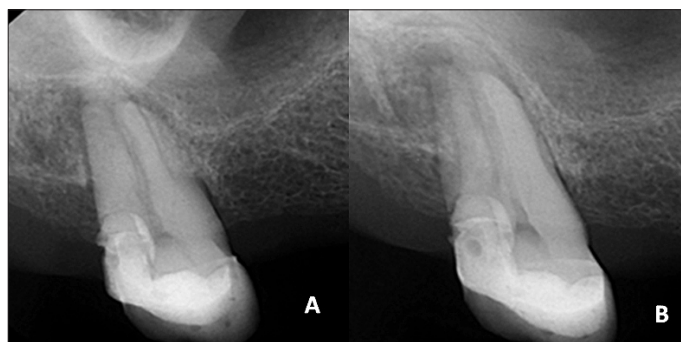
(A) Radiografía periapical inicial céntrica. Se observa compromiso periapical en relación con seno maxilar. (B) Radiografía periapical con deslizamiento distal.
